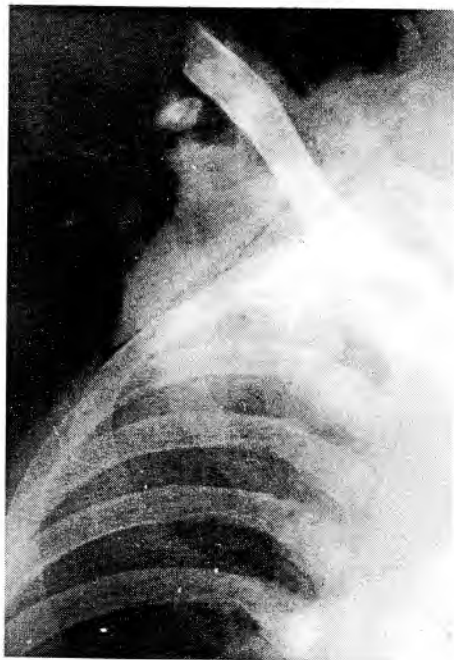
Рентгенограмма больного Н. до операции.
